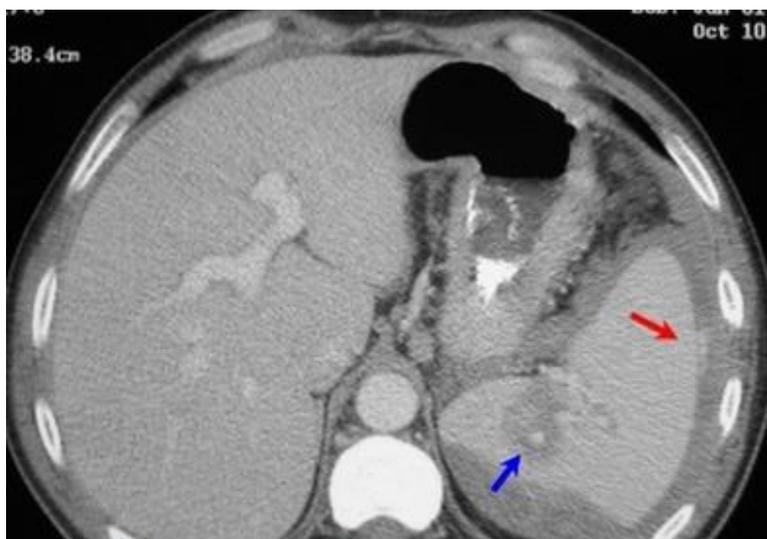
КТ-признаки повреждения селезенки
